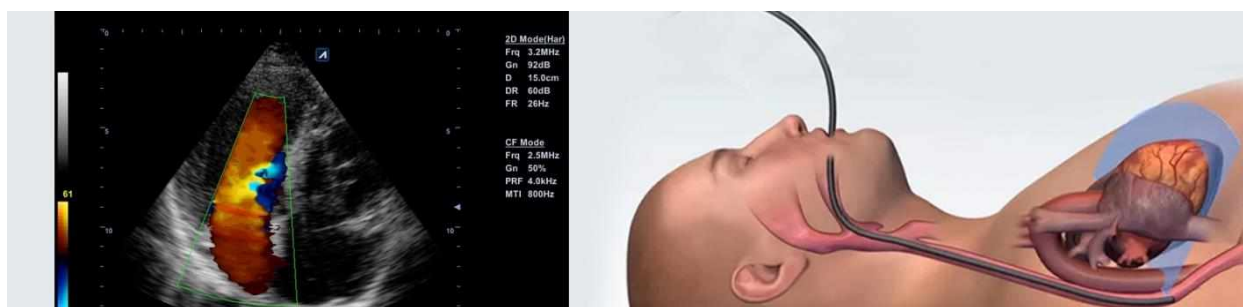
Чреспищеводная эхокардиография
